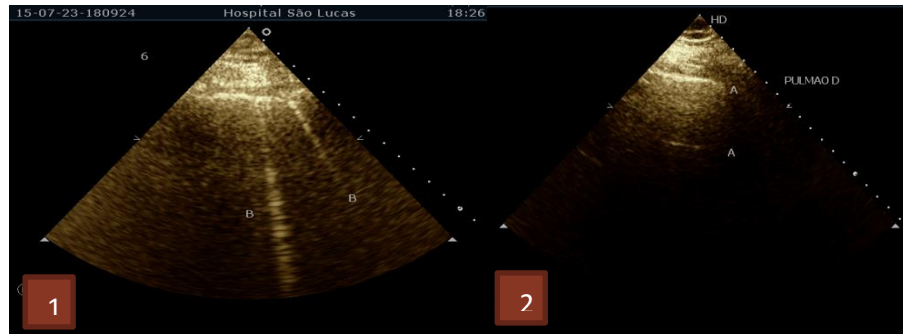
Linhas B (1) e linhas A (2) à ultrassonografia pulmonar
